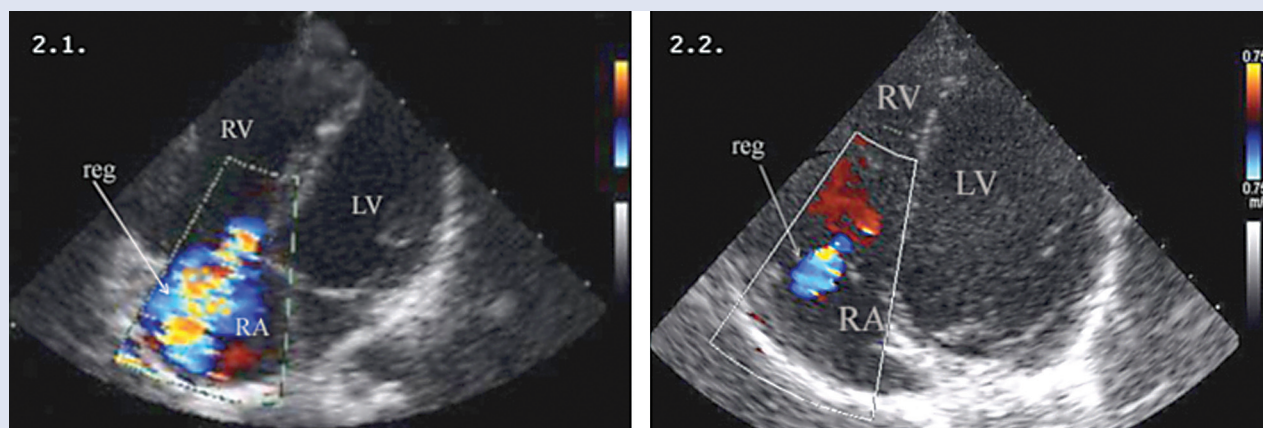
Эхокардиограмма пациентки в режиме цветного доплеровского картирования: субкостальный доступ, четырехкамерная проекция.
